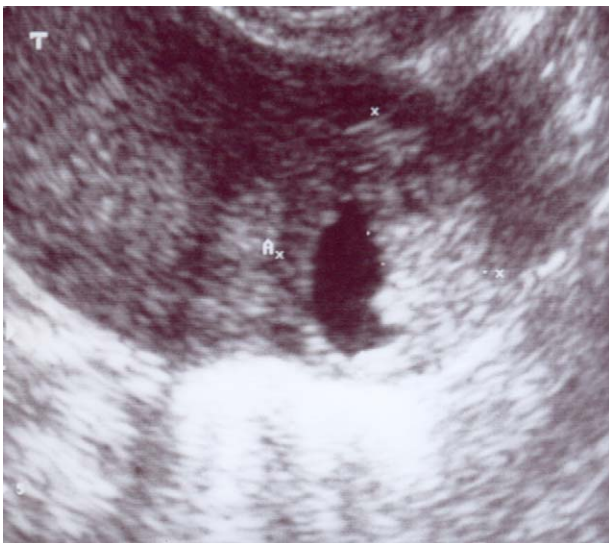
Imagen obtenida por ecografía transvaginal en el momento del diagnóstico del caso 1, en la que se evidencia la gestación ectópica de 21 x 21 x 22 mm en el cuerno derecho, en un corte transversal del útero.
